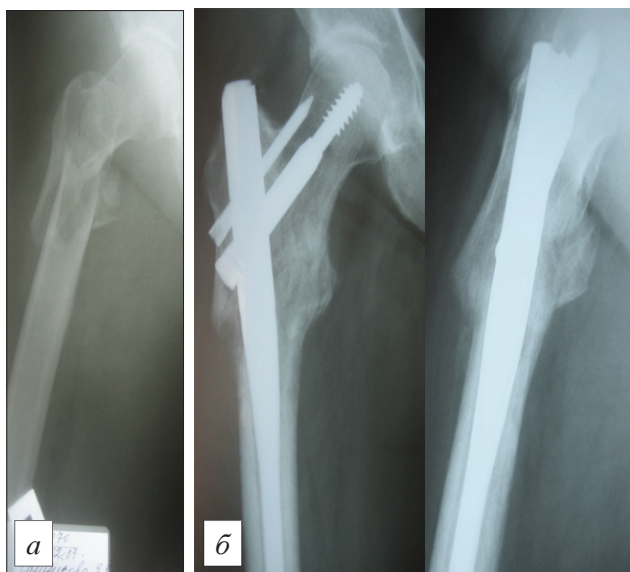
Рентгенограммы пациентки С., 47 лет, с закрытым оскольчатым переломом проксимального отдела.
